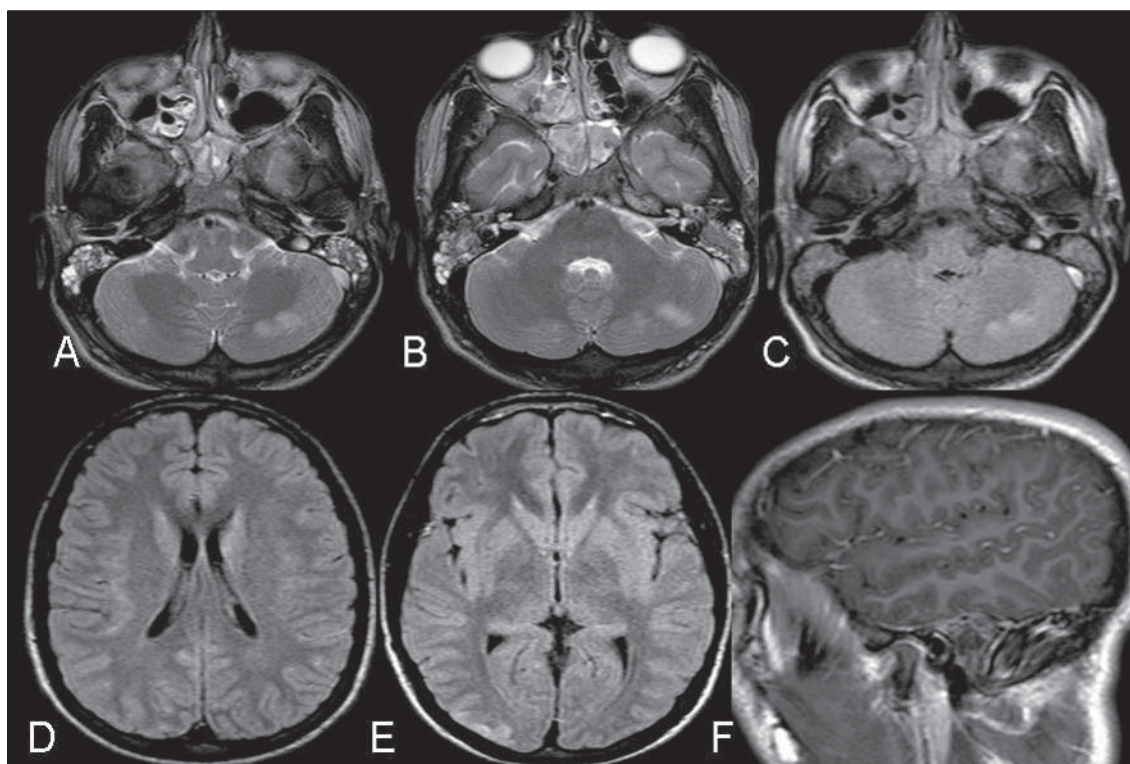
Caso 7. RM cerebro: secciones axial potenciada en T2 (A y B); axial FLAIR (C, D y E) y sagital potenciada en T1 gadolinio (F), demuestran focos de hiperseñal en ambos hemisferios cerebelosos, mayores a izquierda (A, B, y C); tenue hiperseñal cortical bilateral parieto-occipital (D y E) asociado a captación leptomeníngea difusa (F), concordante con meningoencefalitis.
